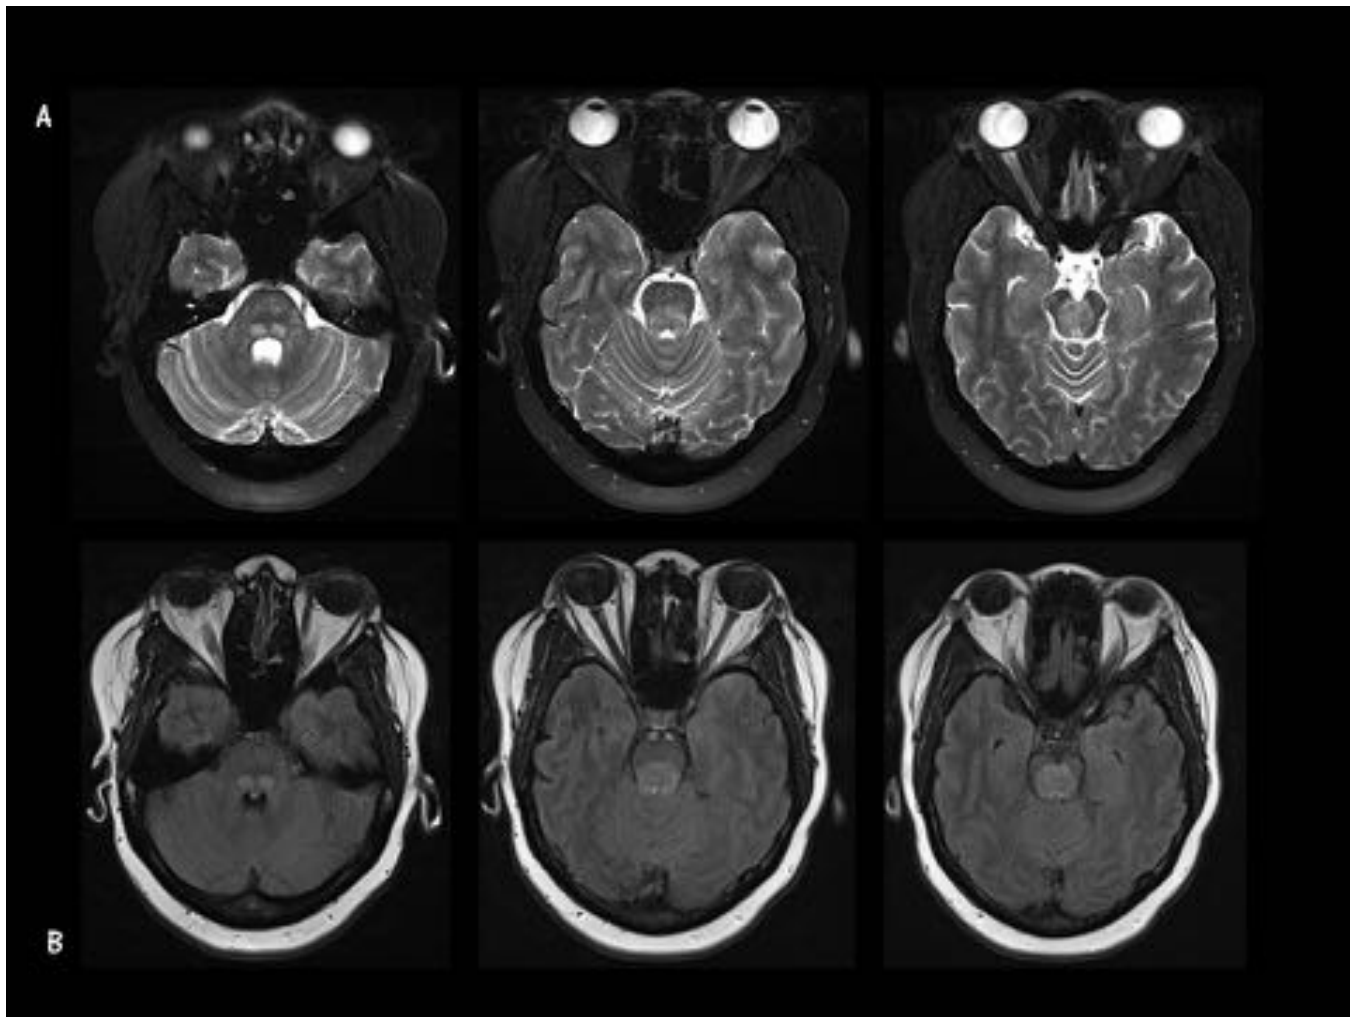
Caso 4. Etiología inflamatorio / infecciosa. Mismo paciente que el caso anterior (Ver figuras 16 y 17). RM Cráneo después de un año. Imágenes axiales. A. T2 FS. B. FLAIR. Se aprecia un aumento de tamaño e hiperintensidad de ambos núcleos olivares inferiores, así como de los pedúnculos cerebelosos superiores, hallazgos en relación con HOD bilateral.
